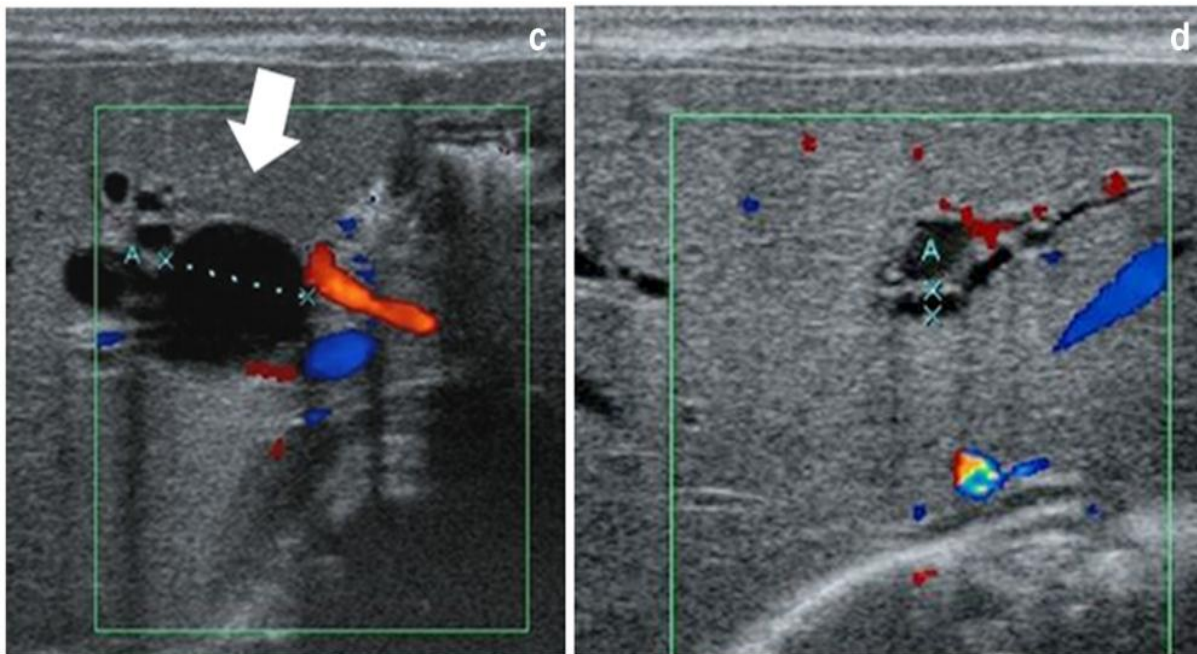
C : un kyste de cholédoque chez une fille de 4 jours. Echodoppler montre un kyste au niveau du hile du foie (La Flèche dans c) communiquant avec des voies biliaires intrahépatiques dilatées visibles sur l'image plus crânienne (D). [51]
